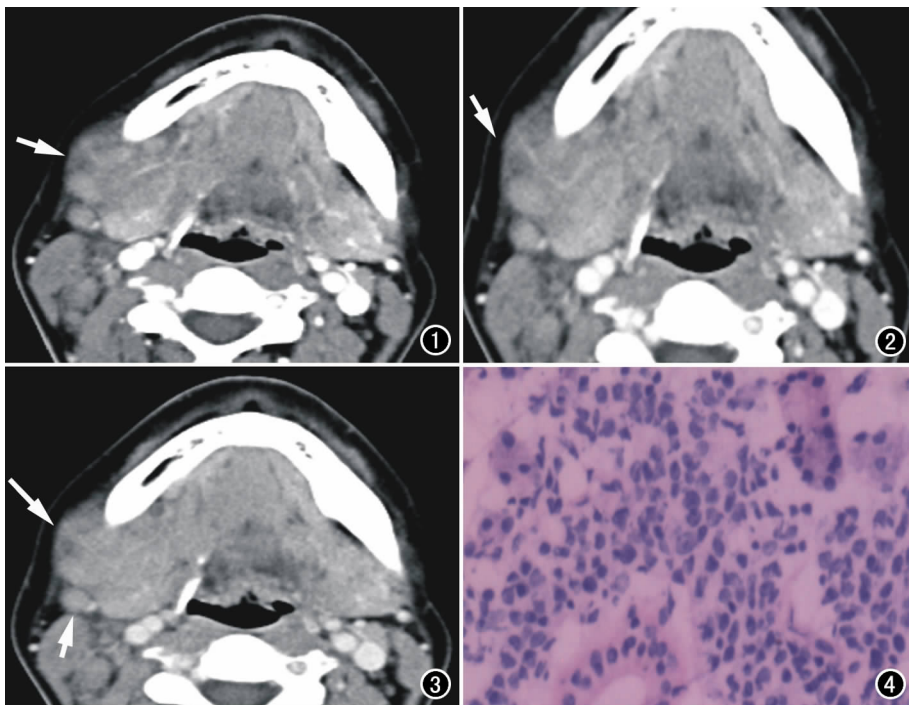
CT增强动脉期示右侧颌下腺前部呈膨胀性生长的软组织肿块(箭),强化密度不均匀,比正常颌下腺强化密度低。图2 CT增强静脉期示肿块进一步强化(箭)。图3 CT增强延迟期示肿块强化程度基本同正常颌下腺(长箭),肿块外侧皮下脂肪层尚清晰,右侧颈部多发肿大淋巴结(短箭)。图4 镜下见右颌下腺恶性肿瘤,瘤细胞中等大小,胞浆较丰富,部分纤维结缔组织内见瘤细胞呈单行排列(HE,×100)。
